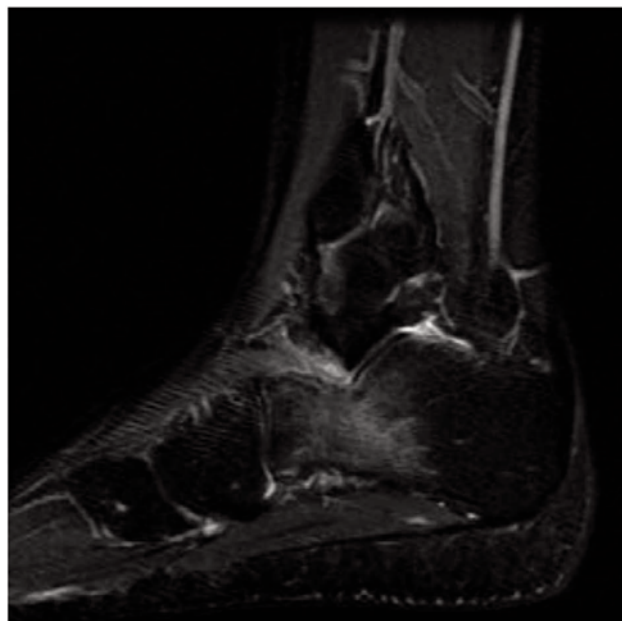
Corte sagital de RM mostrando edema ósseo ao nível do calcâneo.
